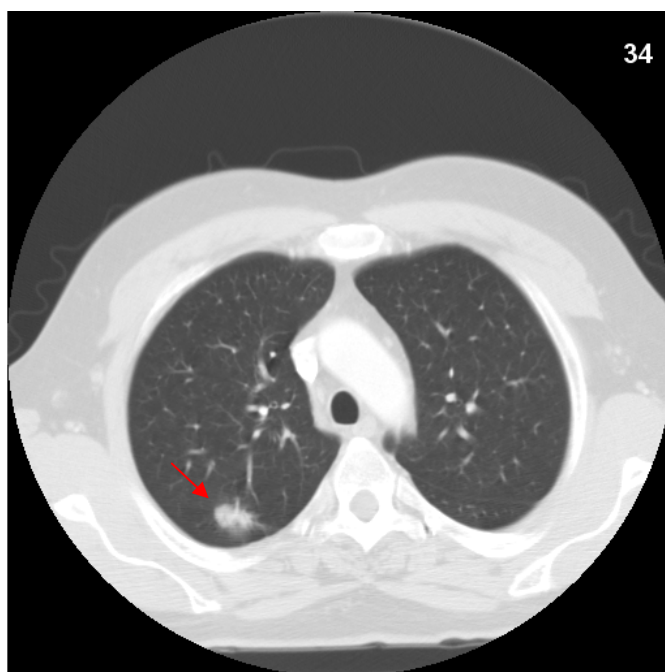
Seção de um exame de TC com o nódulo indicado pela seta em vermelho.
